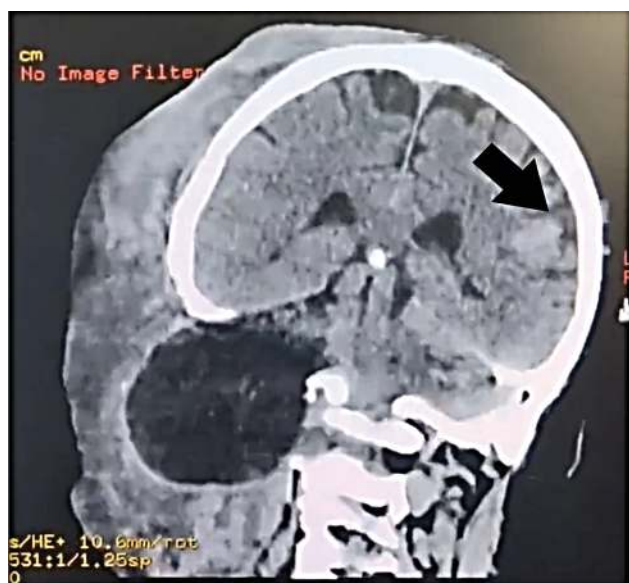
Компьютерная томография головного мозга (стрелка – локальное субарахноидальное кровоизлияние)
